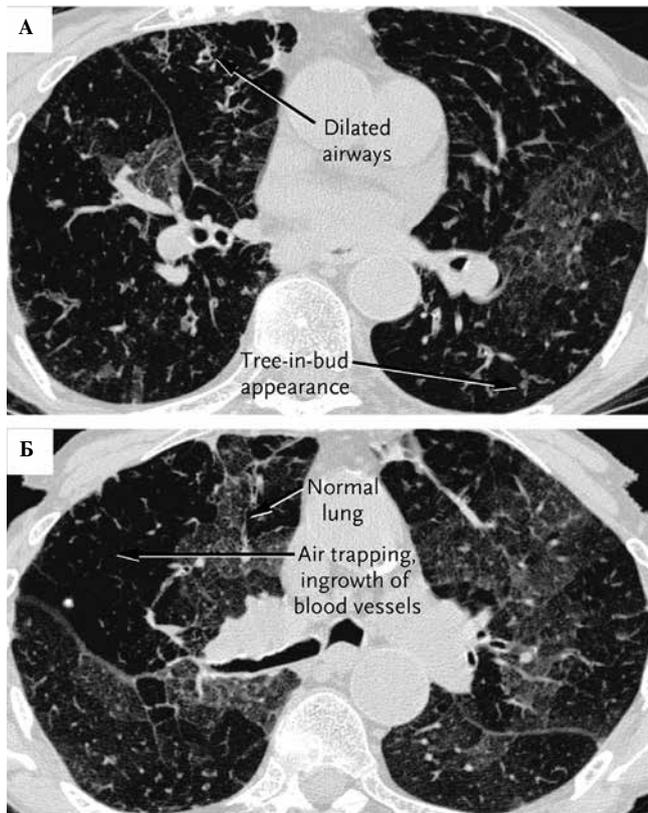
КТ высокого разрешения легких пациента с РТПХ и прогрессирующим BOS. На фрагменте А картина в момент вдоха отражает расширенные воздушные пути и обструкцию бронхиол в виде «дерева в почках». На фрагменте Б картина в момент выдоха и задержки дыхания обнаруживает участки «матового стекла» между нормальной легочной тканью, что отражает формирование воздушных ловушек и дает мозаичный рисунок. Снимки предоставлены Dr. Srinivas Muttadi [25]
